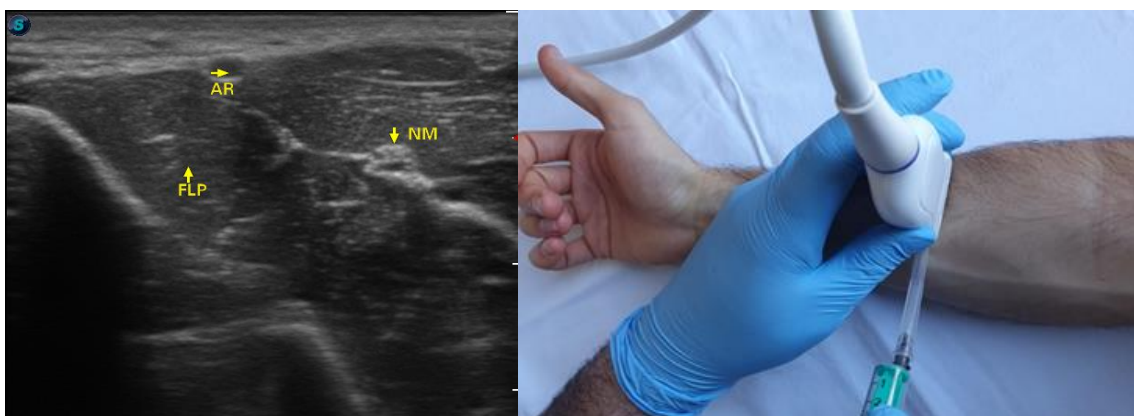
Imagine ecografică 5 FLP – flexorul lung al policelului; AR – artera radială; NM – nervul median (st), abord „in plane” 1/3 distal antebrăț (dr)
